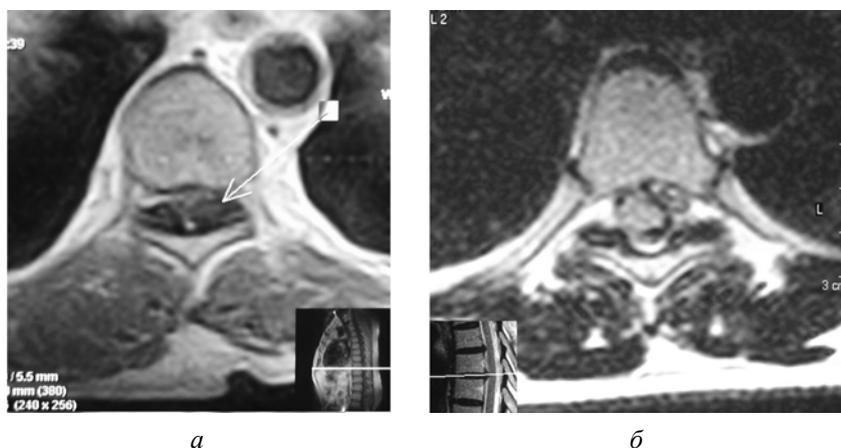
МРТ грудного отдела позвоночника в аксиальной плоскости: а — Т1 ВИ, секвестрированная грыжа диска на уровне Т9/10; б — Т2 ВИ, массивная медиолатеральная грыжа диска на уровне Т7/8
